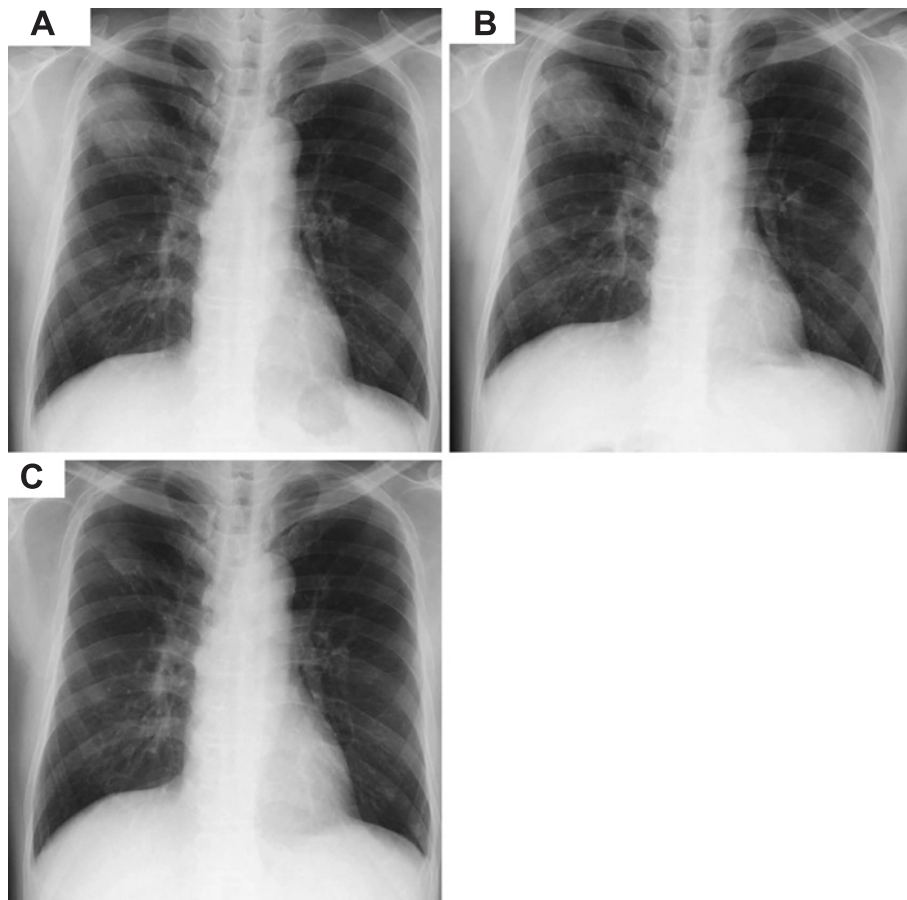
The course of chest roentgenogram after PBSCT at onset of relapse in the lung and after treatment by EPOCH or PEGS. A: A large nodule in right S4 before treatment by EPOCH. B: No remarkable change in the nodular size after treatment by EPOCH. C: Remarkable reduction in the nodular size after the second PEGS.
